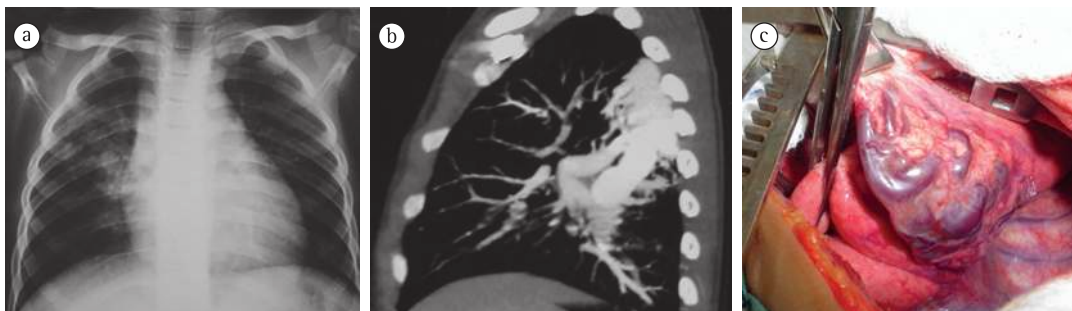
Malformação arteriovenosa. Em a, radiografia de tórax evidenciando opacidade em terço superior de pulmão direito. Em b, TC de tórax demonstrando malformação arteriovenosa em segmento superior do lobo inferior direito. Em c, visualização intraoperatória de ressecção de malformação arteriovenosa (notar a presença de dilatações venosas no parênquima pulmonar).
